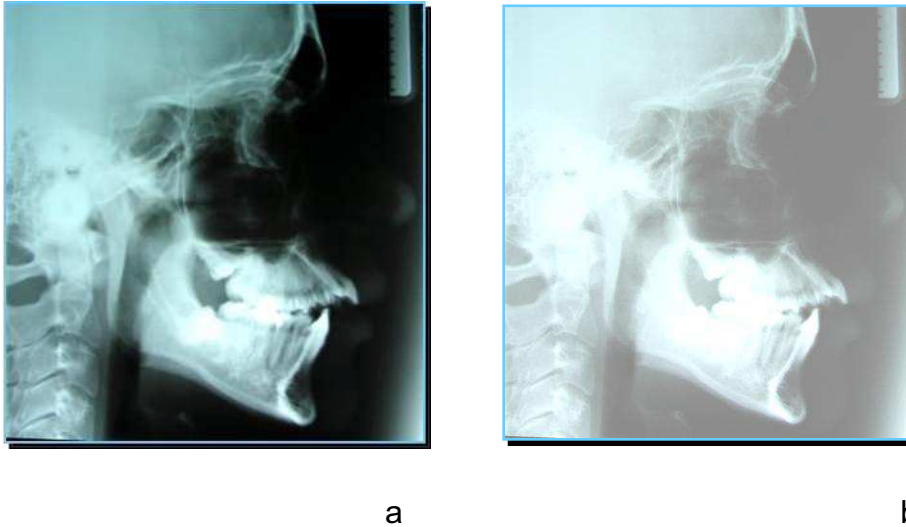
a) Telerradiografia da cabeça em norma lateral
